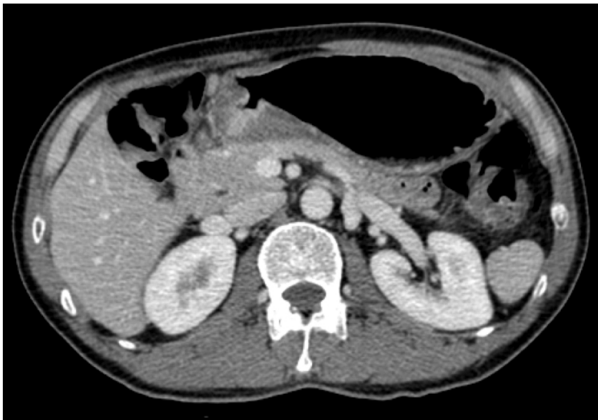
CT image of case. Deep ulceration at pylorus and duodenal bulb area caused the deformity and stricture of gastric outlet.
